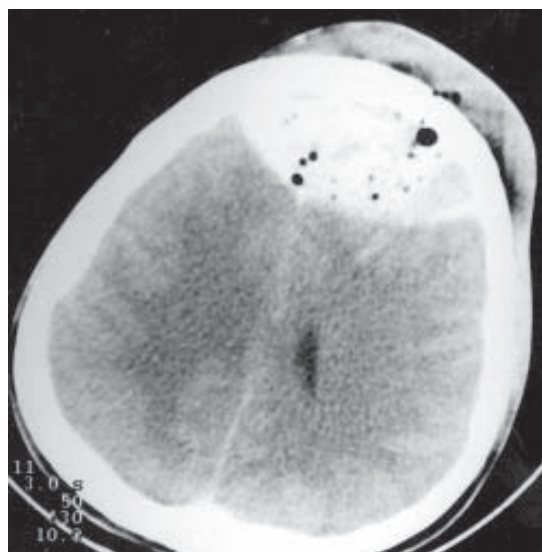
Tomografia computadorizada: extenso hematoma extradural bifrontal com ar no interior.
